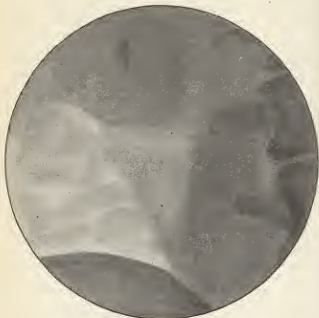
Radiographie d'un calcul du rein.
